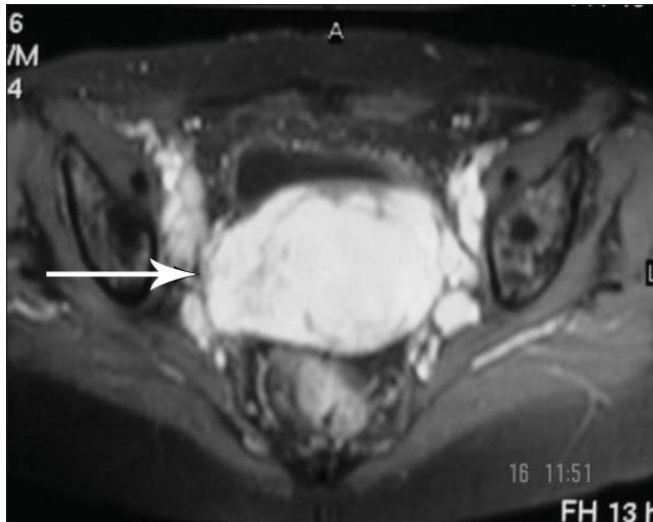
Ressonância nuclear magnética do caso 2 demonstrando acometimento do colo uterino e linfonodos aumentados na região pélvica
